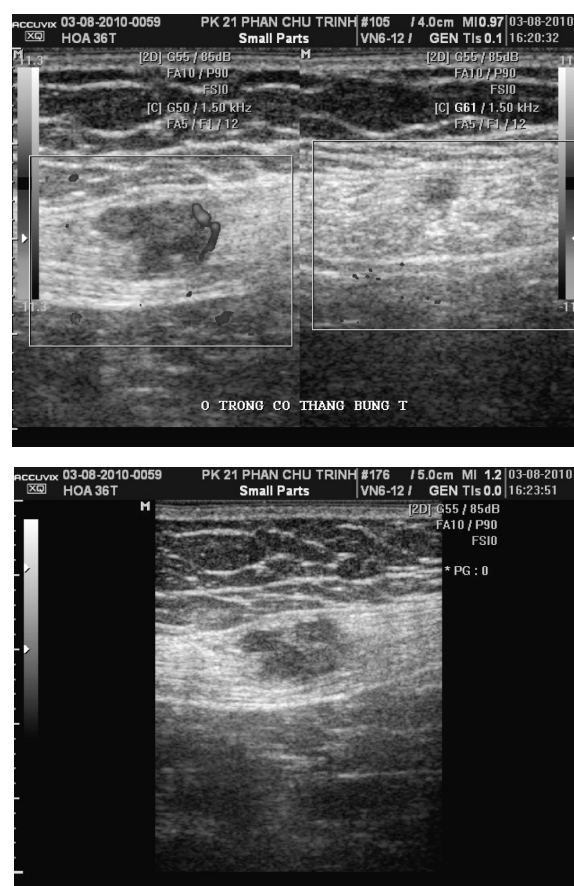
Hình ảnh: Trên siêu âm là khối giảm âm không đồng nhất, tăng sinh mạch trên siêu âm Doppler, phù hợp với hình ảnh điển hình của LNMTC (theo y văn). Giá trị của chụp CLVT còn hạn chế do tỉ trọng của khối khó phân biệt với cơ thành bụng và ranh giới của khối khó xác định. Chụp cộng hưởng từ đánh giá tốt nhất về cấu trúc tín hiệu của khối, ranh giới và mức độ xâm nhập của LNMTC vào cơ thành bụng hay mô dưới da.
